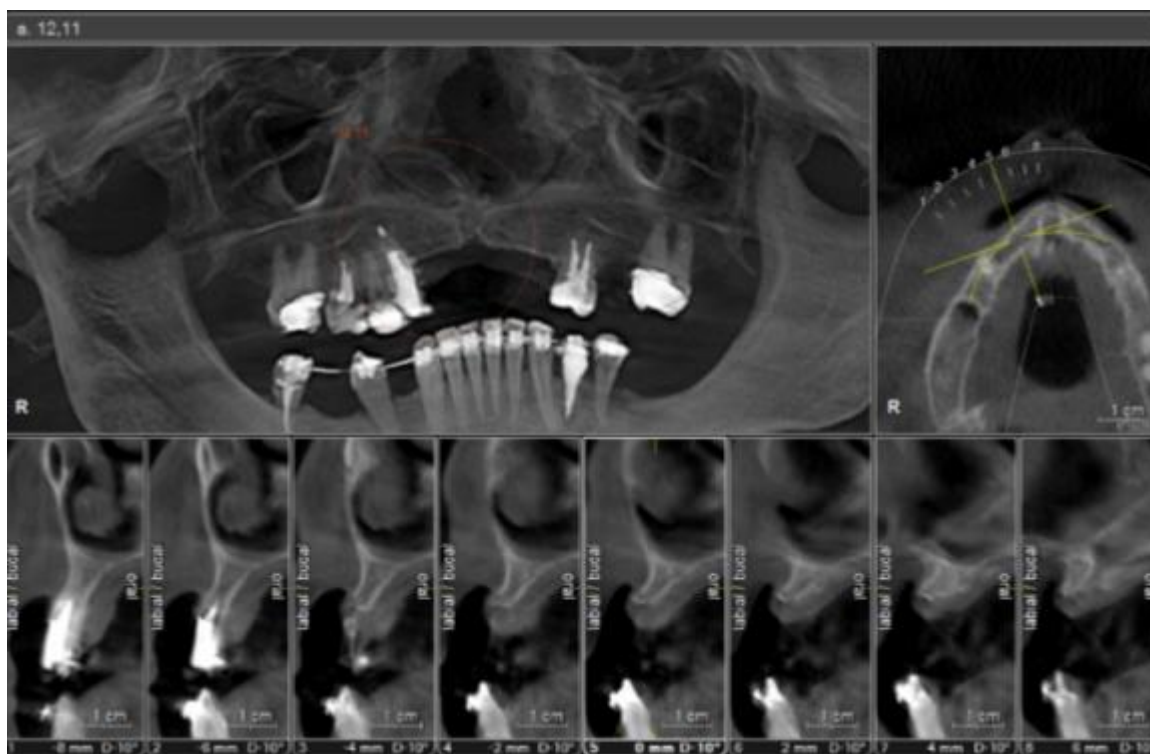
Tomografia inicial.
